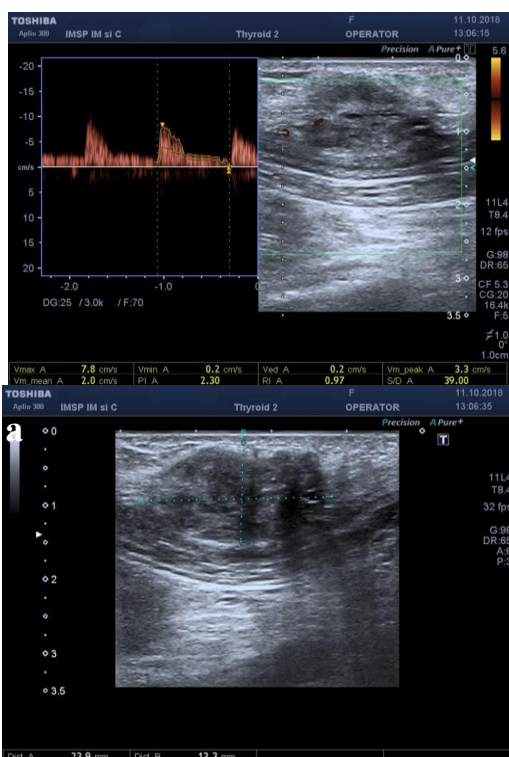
Ecografia (a) cu Doppler (b) al peretelui abdominal anterior: o formațiune hipoecogenă (23.9x13.3 mm) cu contur hiperecogen și vascularizare periferică
